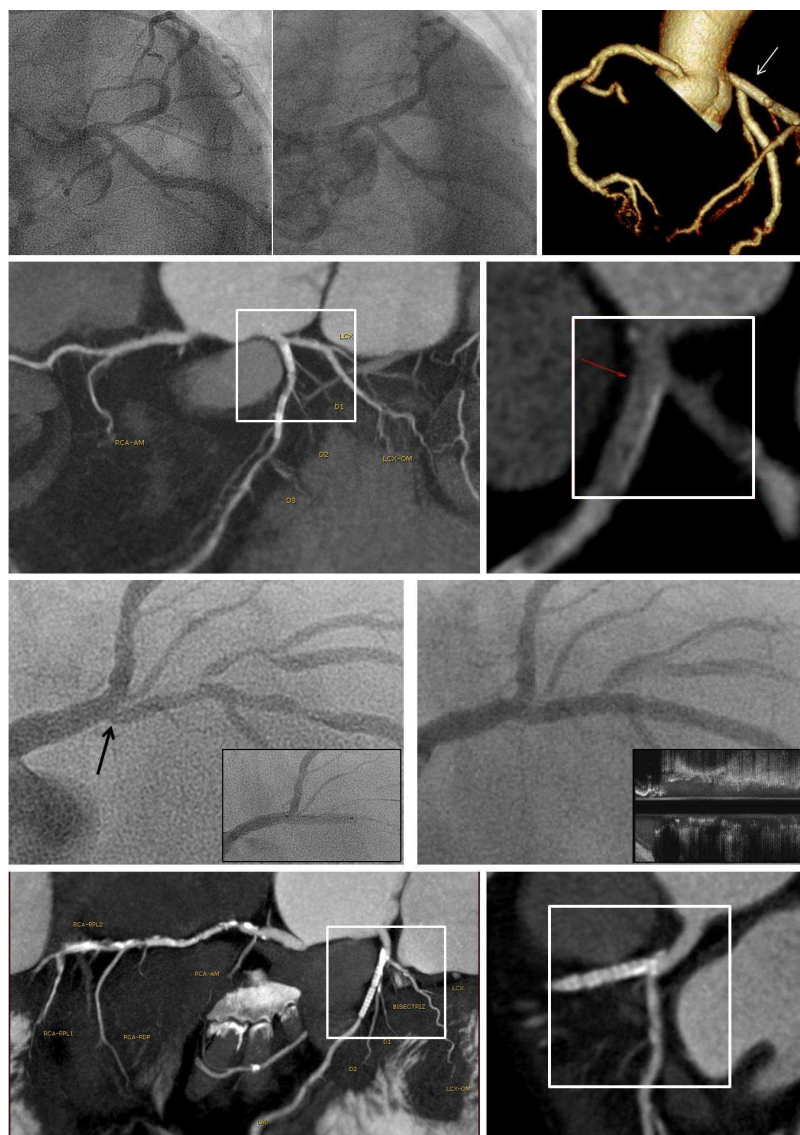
Reconstrucción con angio-CT de 2 pacientes con *stent* flotante en la DA ostial.
